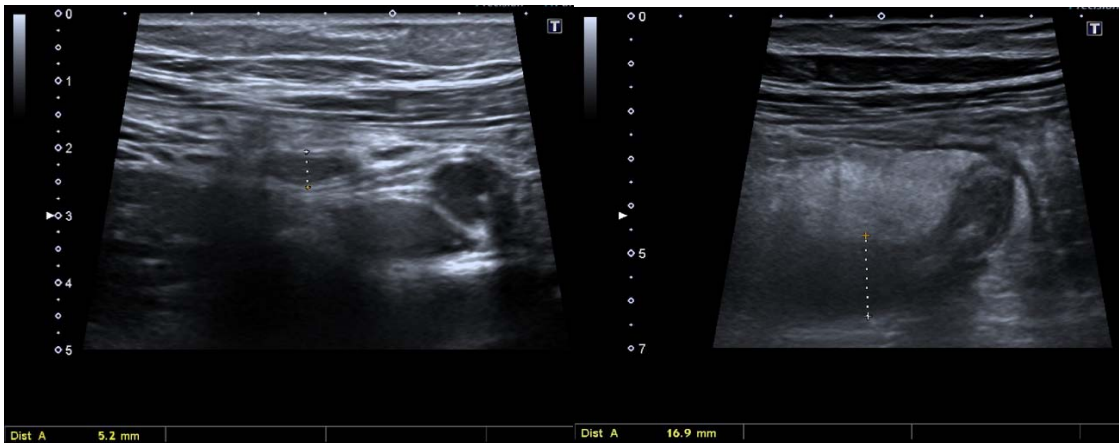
Ecografía A: Apéndice normal. Ecografía B: Apendicitis aguda
